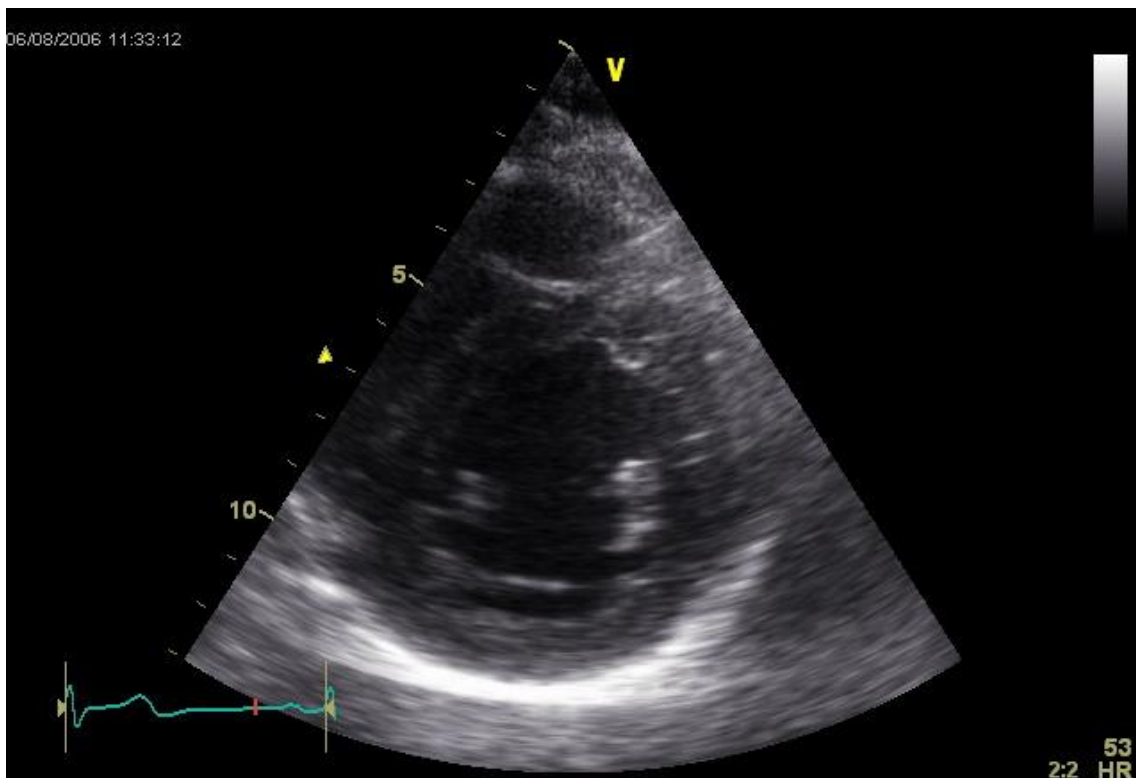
parasternal kurze Achse auf Höhe der Papillarmuskeln
